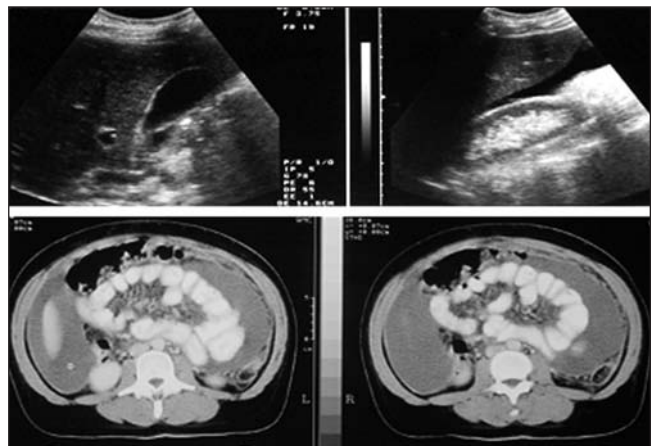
Ecografía abdominal que muestra líquido libre intraperitoneal. En la TAC abdominal podemos ver abundante líquido y además engrosamiento peritoneal.
